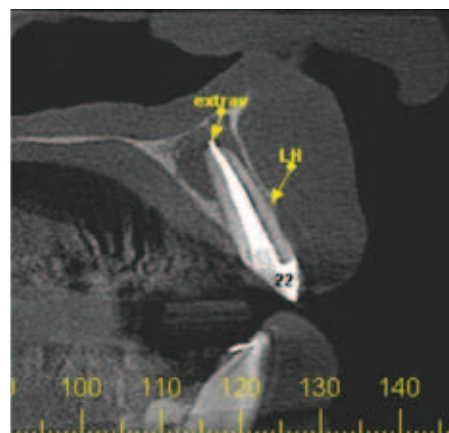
A - Tomografia computadorizada cone-beam, corte parasagital
